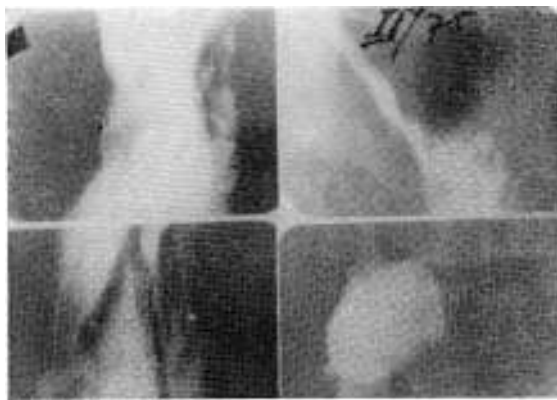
(Caso 2). En 1975 se manifiesta nuevamente la lesión en igual topografía a las radiografías de la Fig. 4. En 1976, a los 9 años de su primer estudio radiológico, la fibroscopía demuestra cáncer ulcerado y avanzado de pequeña curva gástrica. A pesar de su naturaleza neoplásica, la lesión desapareció radiológicamente con tratamiento médico, para volver a reaparecer.
